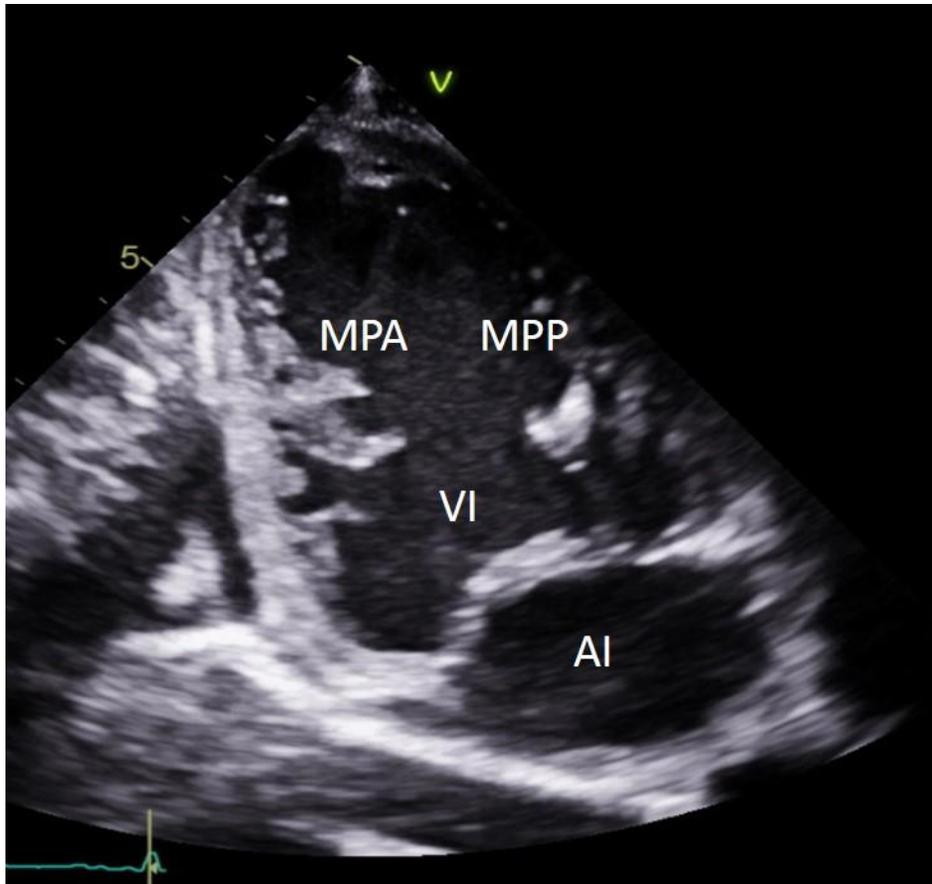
Imagen obtenida mediante ecocardiograma transtorácico. Vista apical dos cámaras. MPA: Músculo Papilar Anterolateral Hipoplásico. MPP: Músculo Papilar Posteromedial. VI: Ventrículo Izquierdo. AI: Aurícula Izquierda.
